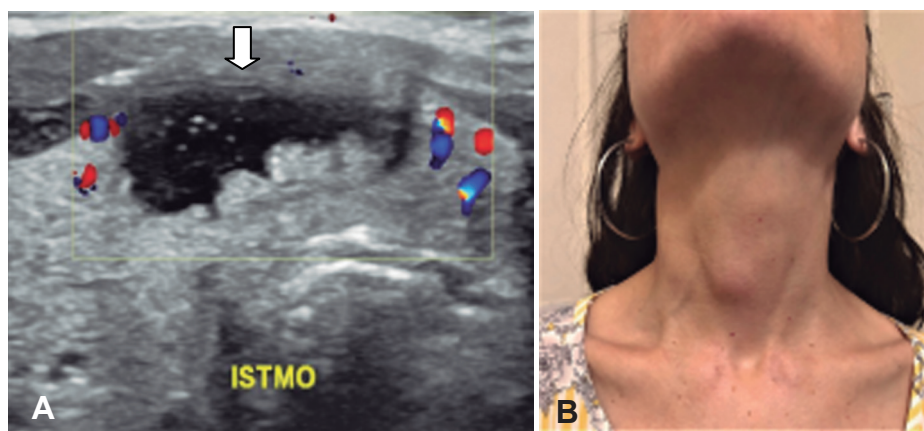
A. Ecografía en modo Doppler Color, vista axial del istmo, donde se observa nódulo mixto (líquido con componentes sólidos internos) (flecha), de 20 mm axial por 22 mm cefalocaudal por 13 mm anteroposterior, con vascularización periférica, que causa tumefacción del cuello en B. paciente mujer, delgada, de 31 años. Nódulo candidato a tratar con ARF.
